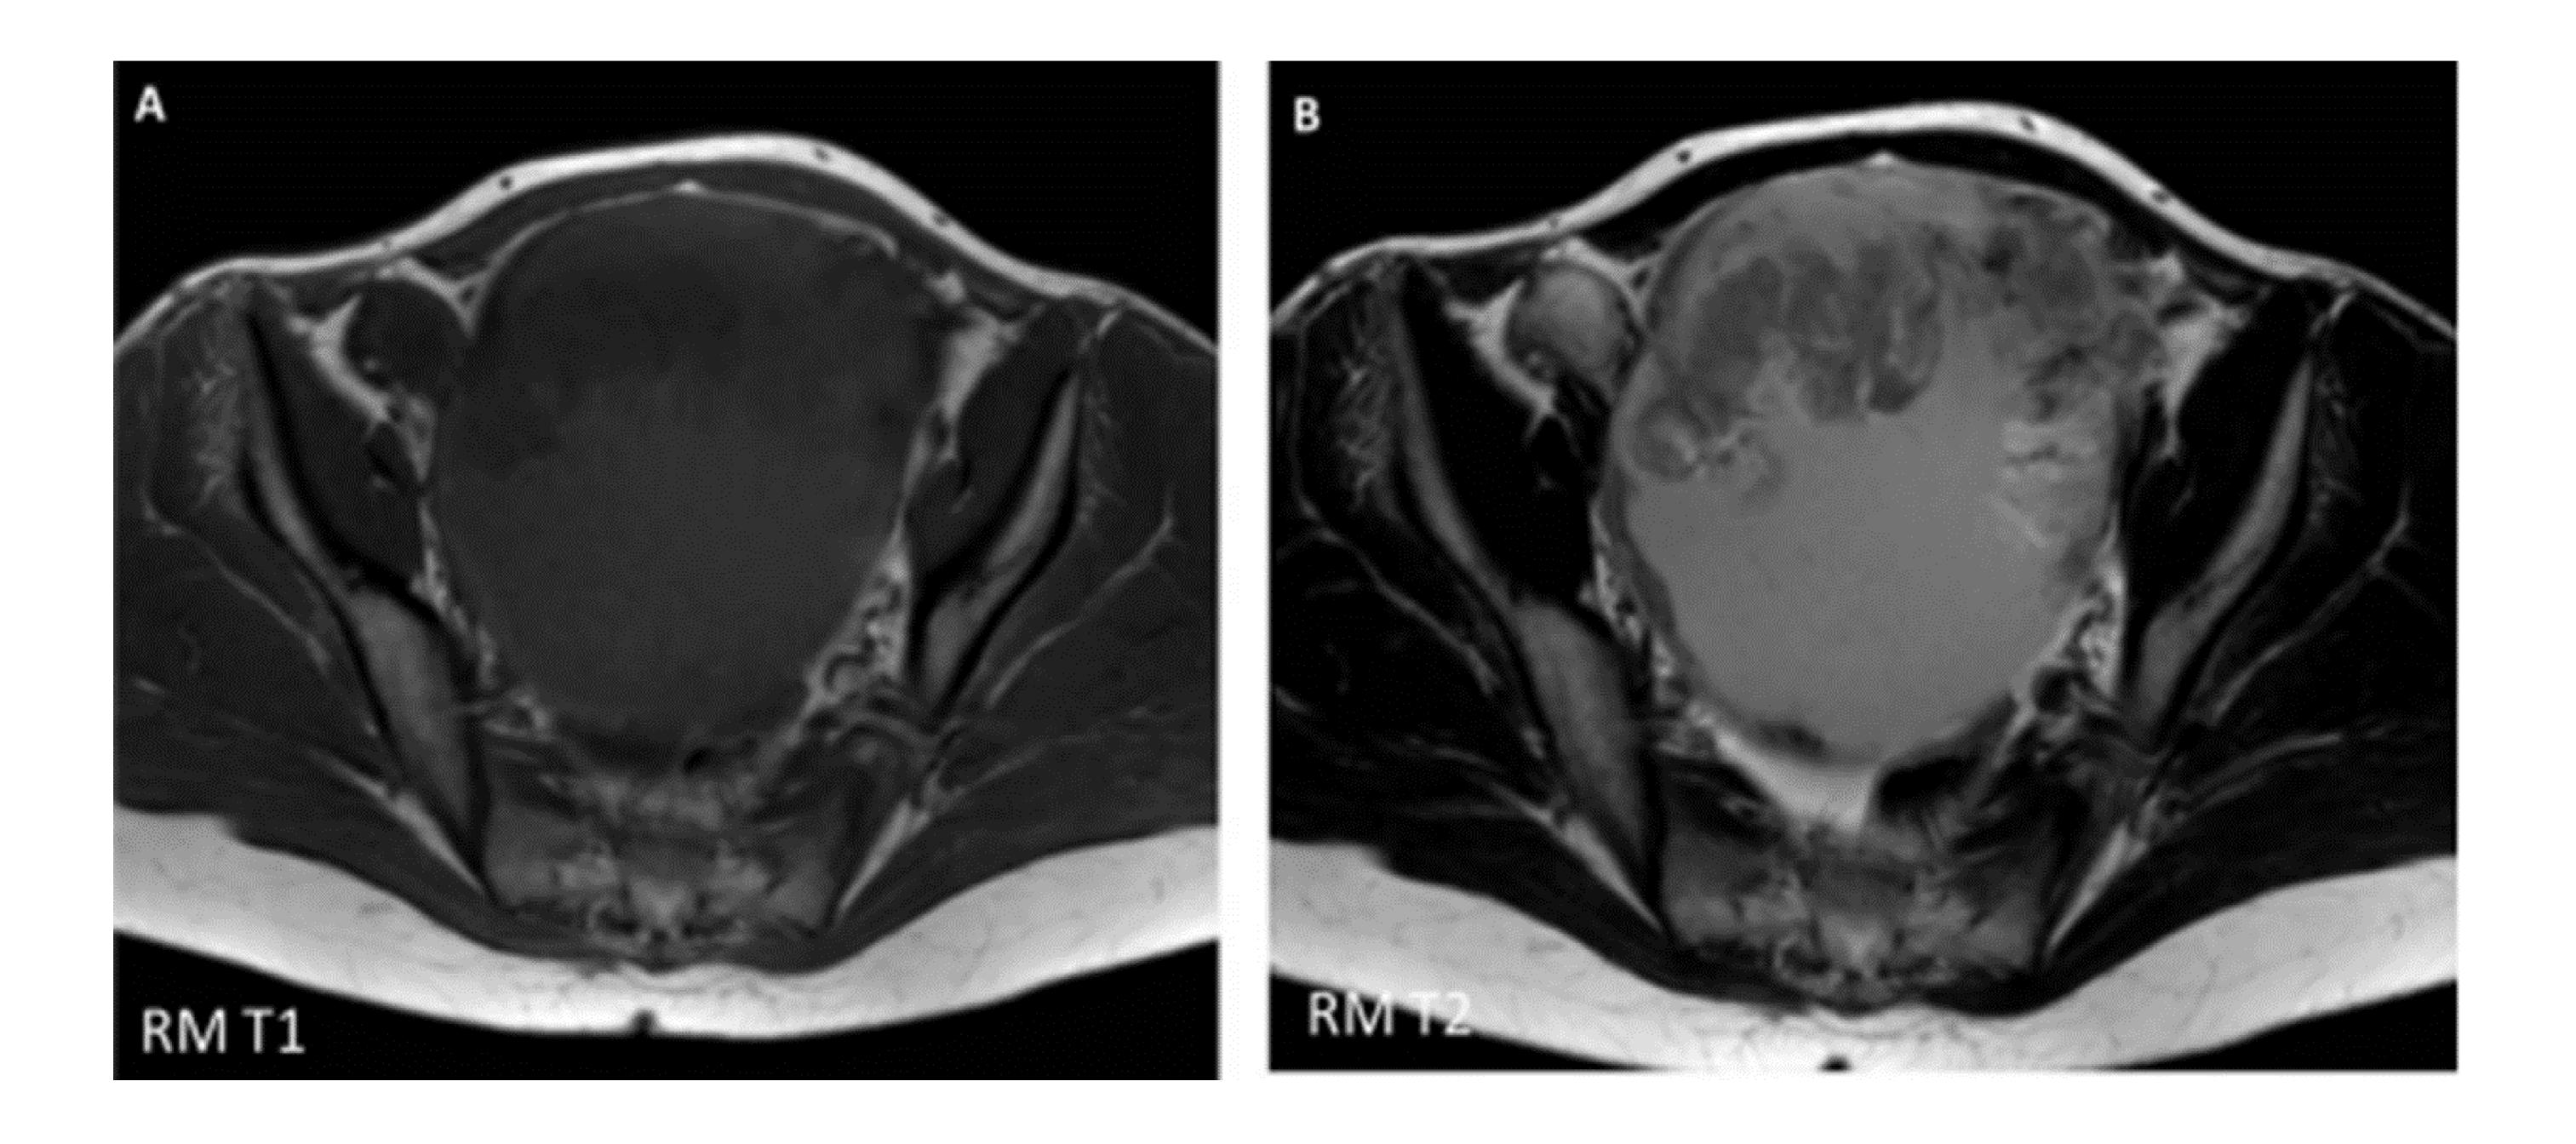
Secuencias RM axial T1 (A) y T2 (B) que confirman la masa quística anexial con componente sólido en la vertiente superior
